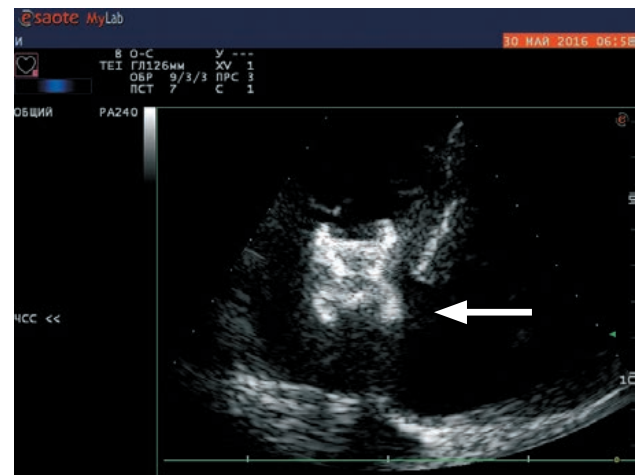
Эхокардиография. После операции выявлена дислокация окклюдера в правый желудочек, остаточный канал (парапротезная фистула) ближе к апикальной части окклюдера
